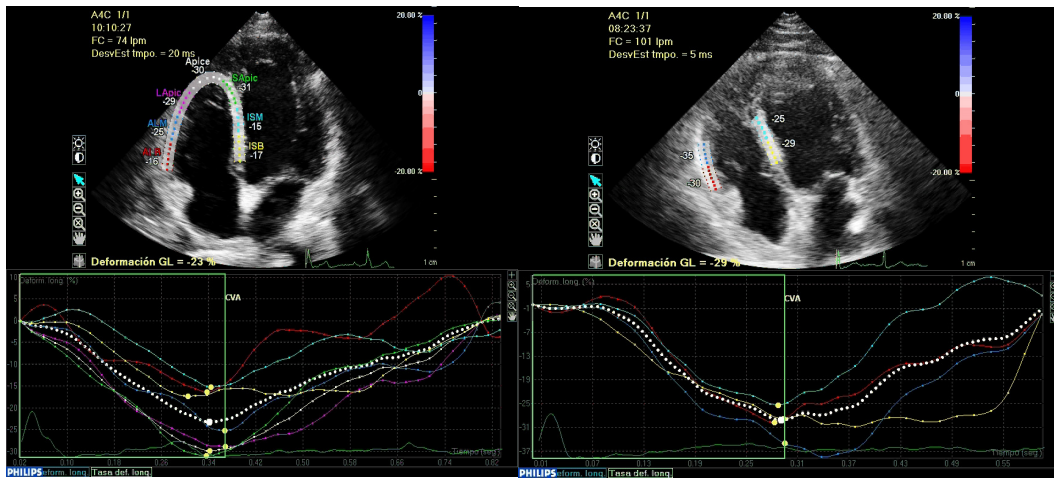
En la primera imagen se representa las curvas del strain longitudinal de la pared libre del VD en un plano apical 4 cámaras de un paciente con HAP. Se muestra los 6 segmentos marcados en la pared lateral y septal. El retraso del pico sistólico del SL del segmento basal de la pared lateral del VD. En la segunda imagen se representa las curvas del SL de un paciente sano.
